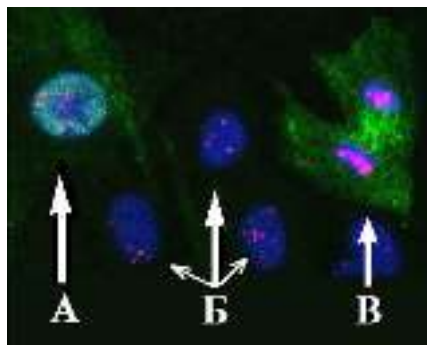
Микрофотография клеток, окрашенных антителами к белку CENPF для определения фаз клеточного цикла и антителами к белку γ H2AX для определения ДР ДНК через 30 мин после воздействия рентгеновского излучения в дозе 80 мГр.
